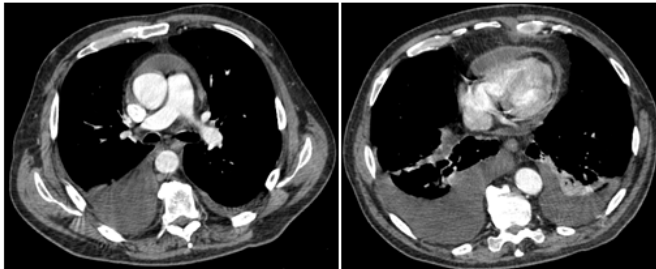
Cortes axiales de TAC torácico: A: Muestra engrosamiento pericárdico de hasta 14 mm a nivel de grandes vasos. B: Engrosamiento pericárdico de hasta 14-15 mm a nivel anterior, junto a derrame pleural bilateral, con atelectasias secundarias.
